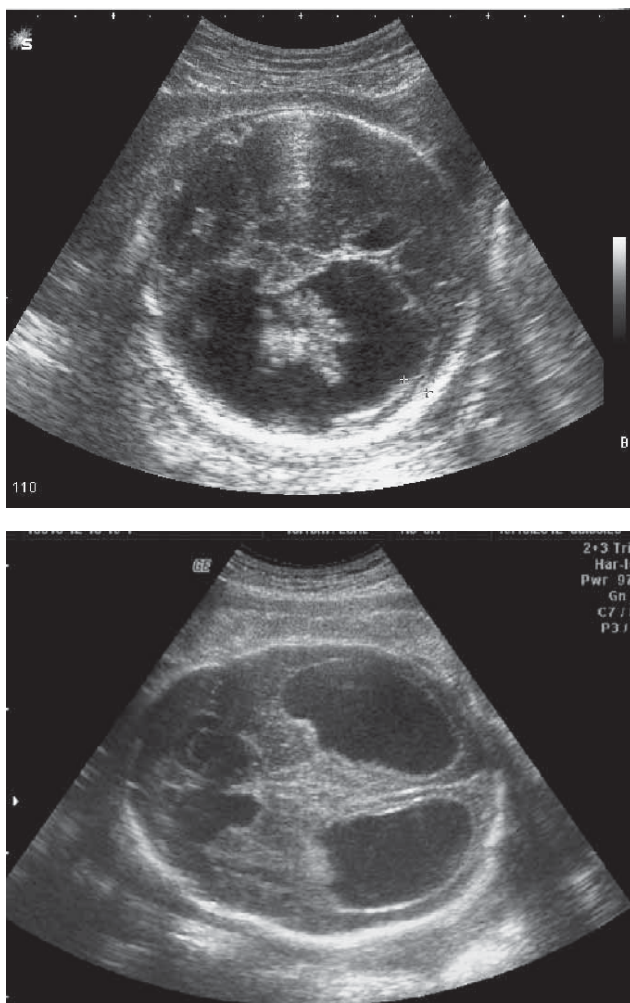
Cazul 1 (imaginea de sus) și cazul 2 (imaginea de jos) – ecografie secțiune axială craniană fetală – ventriculi laterali dilatați și imagine neregulată cu ecogenicitate medie – hemoragie intraventriculară
